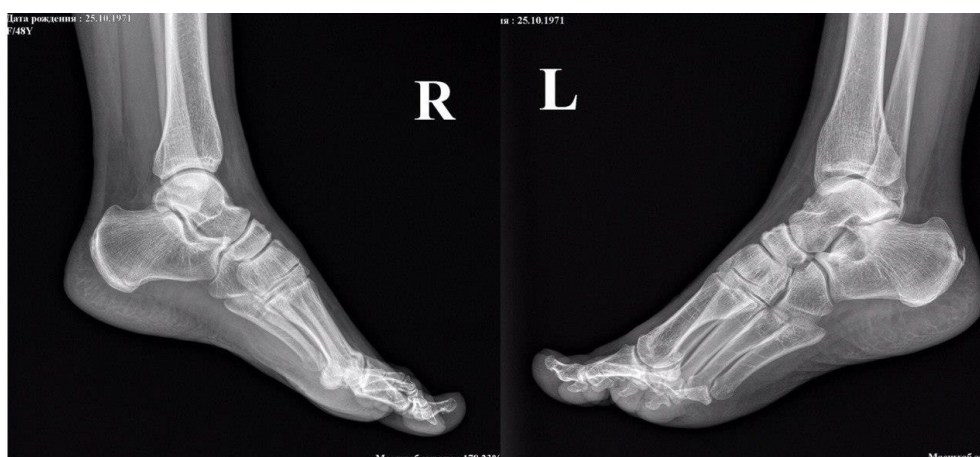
Повторна рентгенографія правої та лівої стоп в бічній проекції
